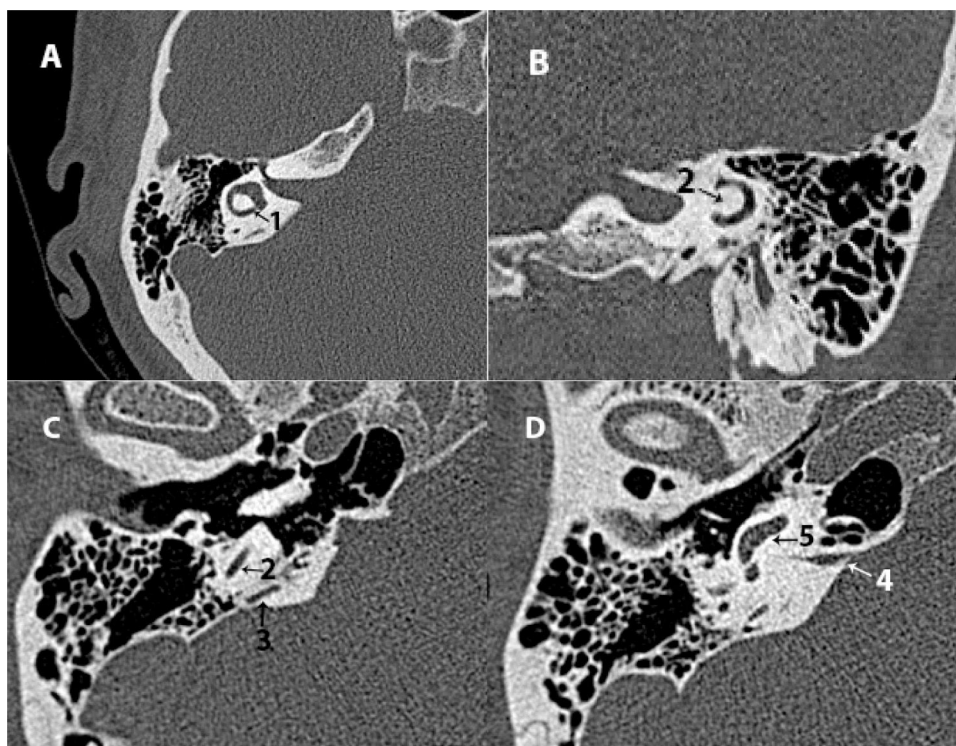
A) TC axial del canal semicircular lateral. B) TC de Stenvers del canal semicircular posterior. C) TC axial del acueducto vestibular. D) TC axial del acueducto coclear.
